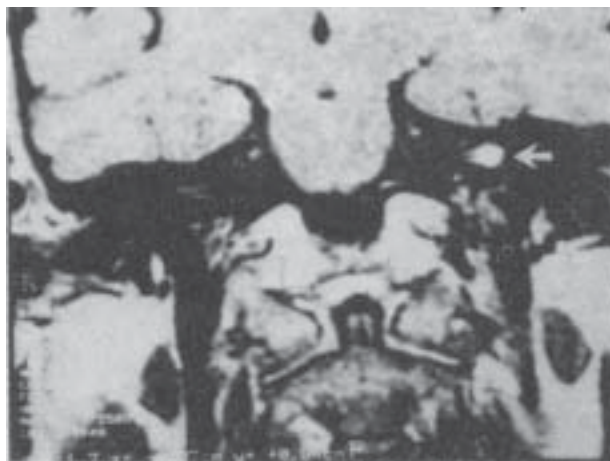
Caso 1. Imagen por resonancia magnética, T₁ con gadolinio. Corte coronal a través del conducto auditivo interno y ángulo pontocerebeloso. La flecha blanca señala el pequeño neurinoma (schwannoma) dentro del conducto sin extensión al ángulo pontocerebeloso.
